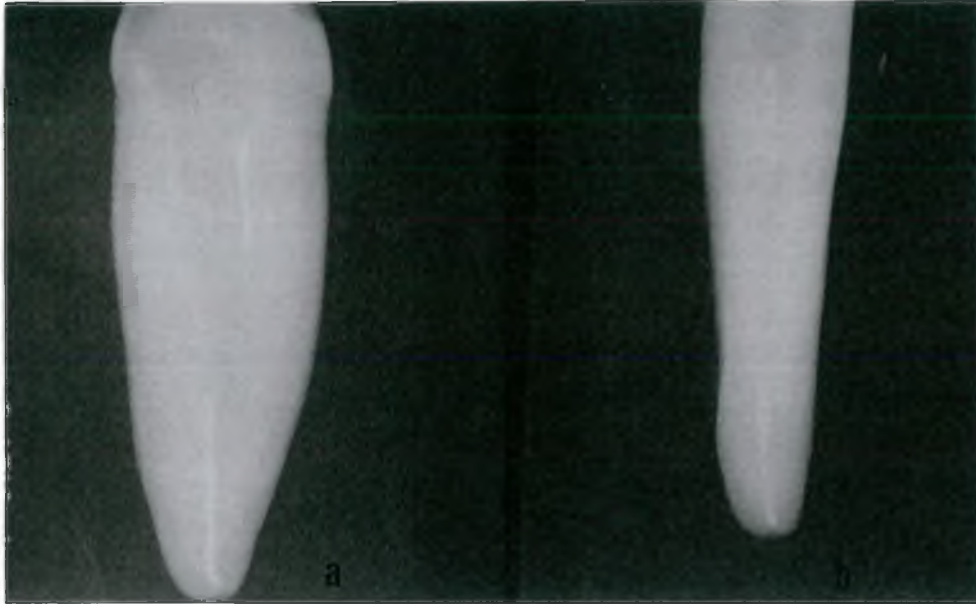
Radiografias realizadas logo após a obtenção da odontometria eletrônica (CE2): sentidos méso-distal (a) e vestibulo-lingual (b)
